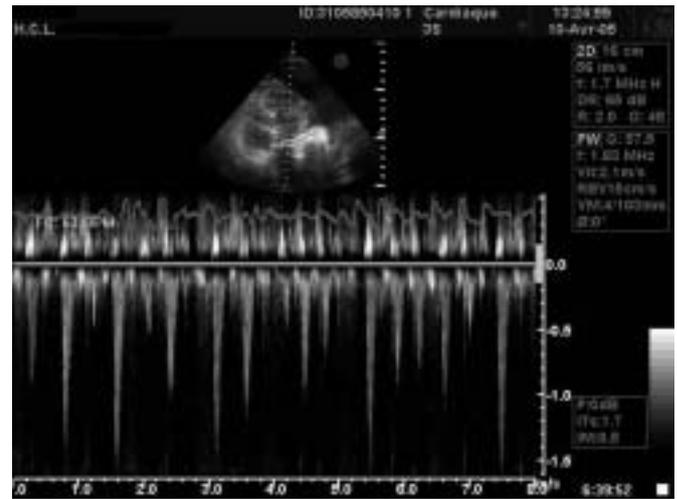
Exemple de flux Doppler lors de tamponnade (vue apicale 4 cavités). Flux Doppler pulsé aortique objectivant des variations respiratoires importantes, attestant l'effet tamponnade de l'épanchement péricardique.
